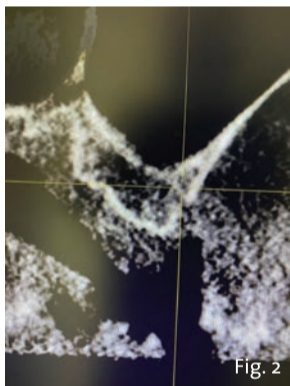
CBCT iniziale. Si osserva 4 mm di altezza ossea residua.
